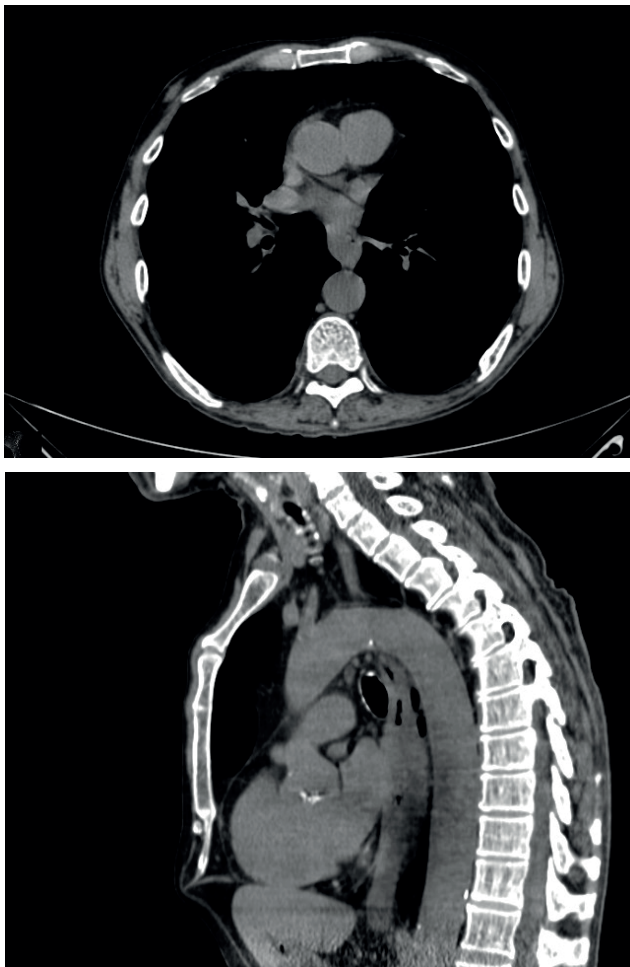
КТ-изображения опухоли средней трети пищевода: а - аксиальный срез; б- сагиттальный срез. / Fig. 2. CT-images of the tumor of the middle third of the esophagus: a-axial section; b-sagittal section.
